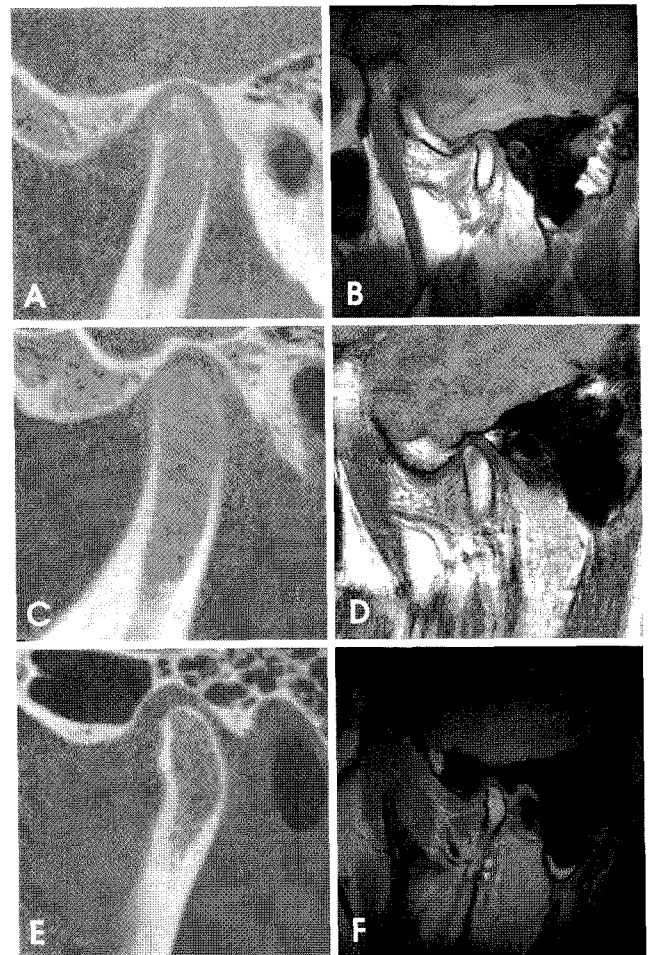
A, B. center position of mandibular condyle. C, D. anterior position of mandibular condyle. E, F. posterior position of mandibular condyle. A, C, E: CBCT image; B, D, F: MR image.
